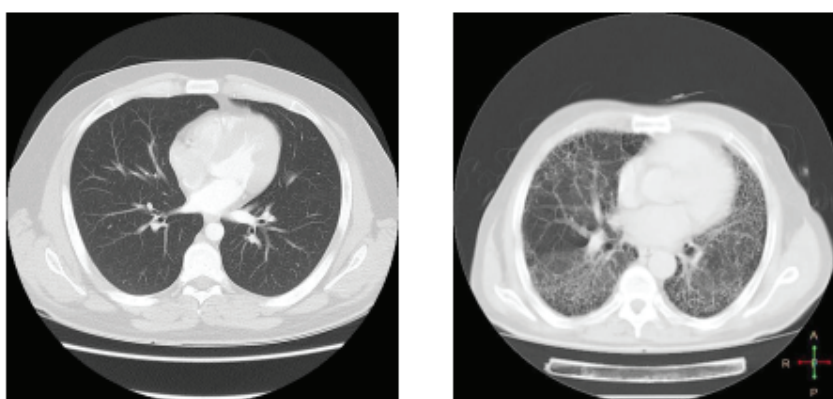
Imagen de tomografía computarizada de pulmones de un paciente sano (izquierda) y de un paciente con FPI (derecha), donde se puede observar la estructura del “panal de abeja” característica del patrón neumonía intersticial habitual (NIU). Imagen tomada de Diaz 2019 (Diaz et al., 2019).
